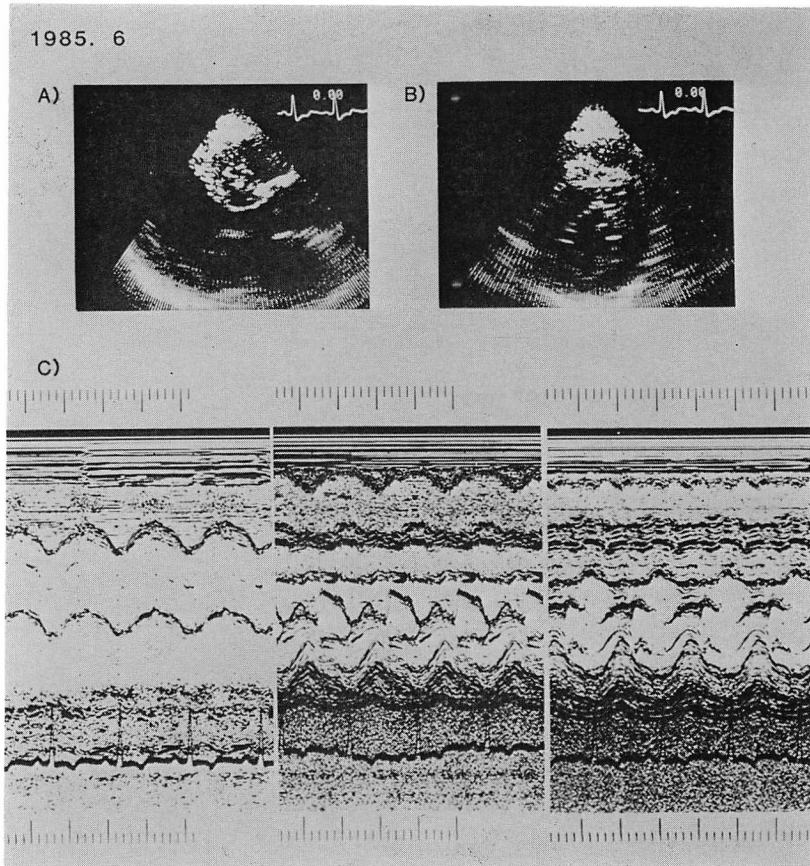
Echocardiograms of Case 3.
